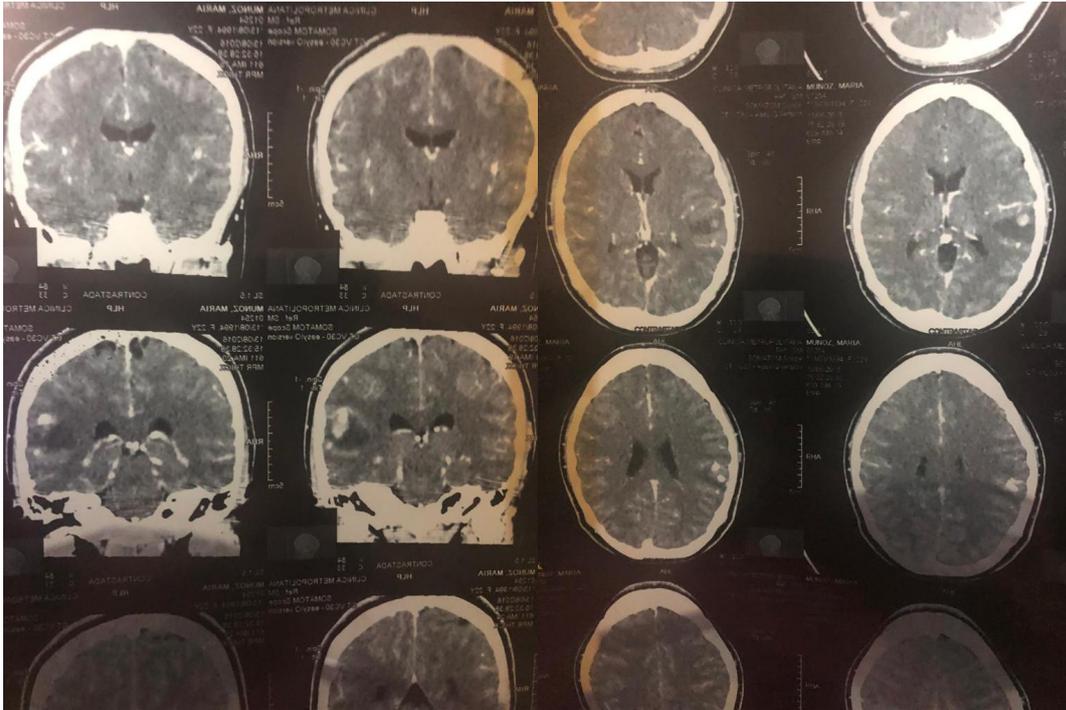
TAC Simple y contrastada de Cráneo:
